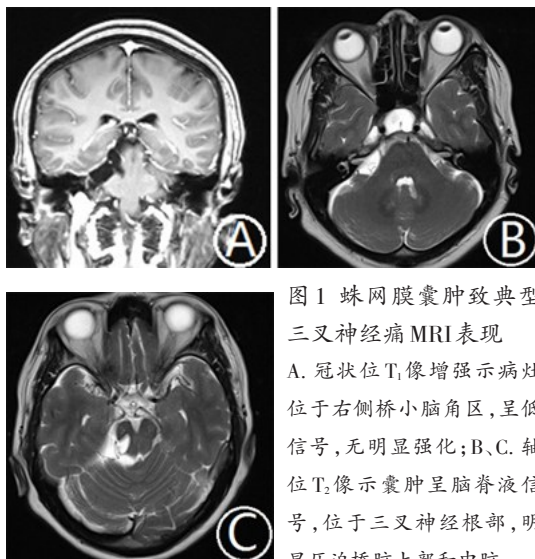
蛛网膜囊肿致典型三叉神经痛 MRI 表现
